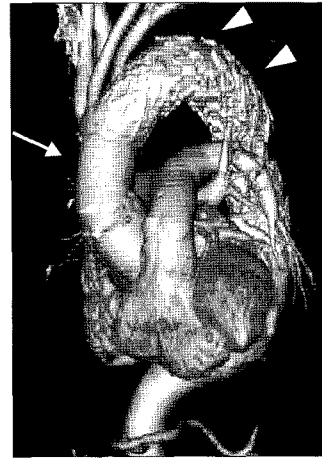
Postoperative 3D-reconstructing CT image shows ascending aorta replacement (arrow) and percutaneous endovascular repair (arrow heads) for ascending and descending thoracic aortic aneurysm, respectively.
